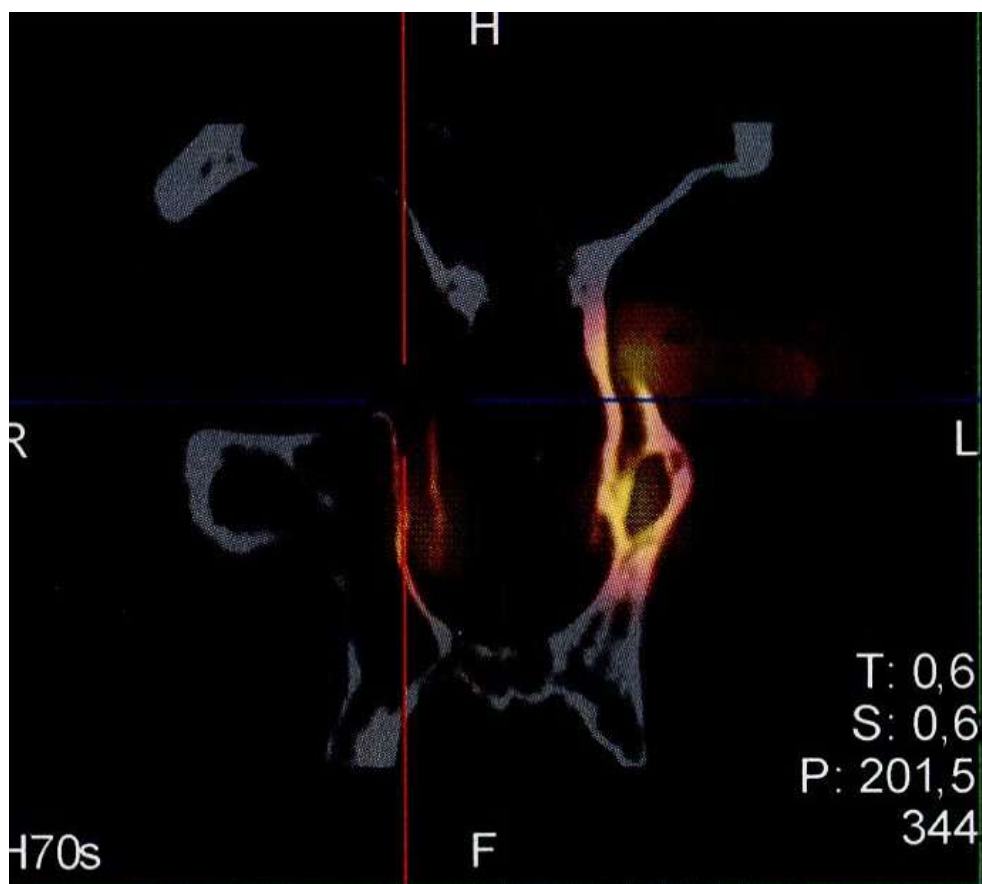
Результат ОФЭКТ/КТ у добровольца без нарушения слёзоотведения.
